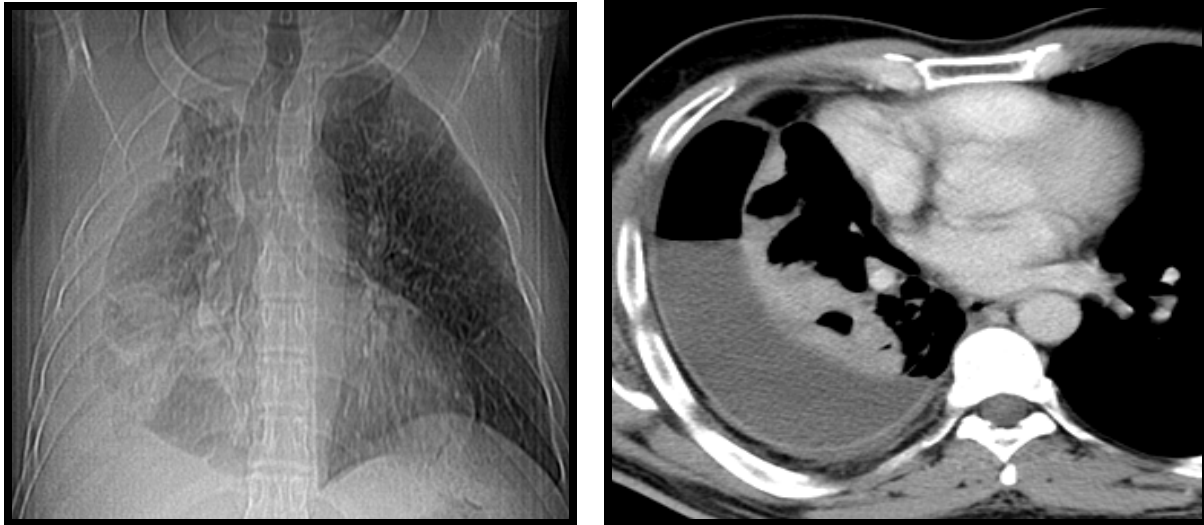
(cas N°25) : Radiographie standard de face et TDM thoracique, coupe axiale, en fenêtre médiastinale après injection de produit de contraste :
